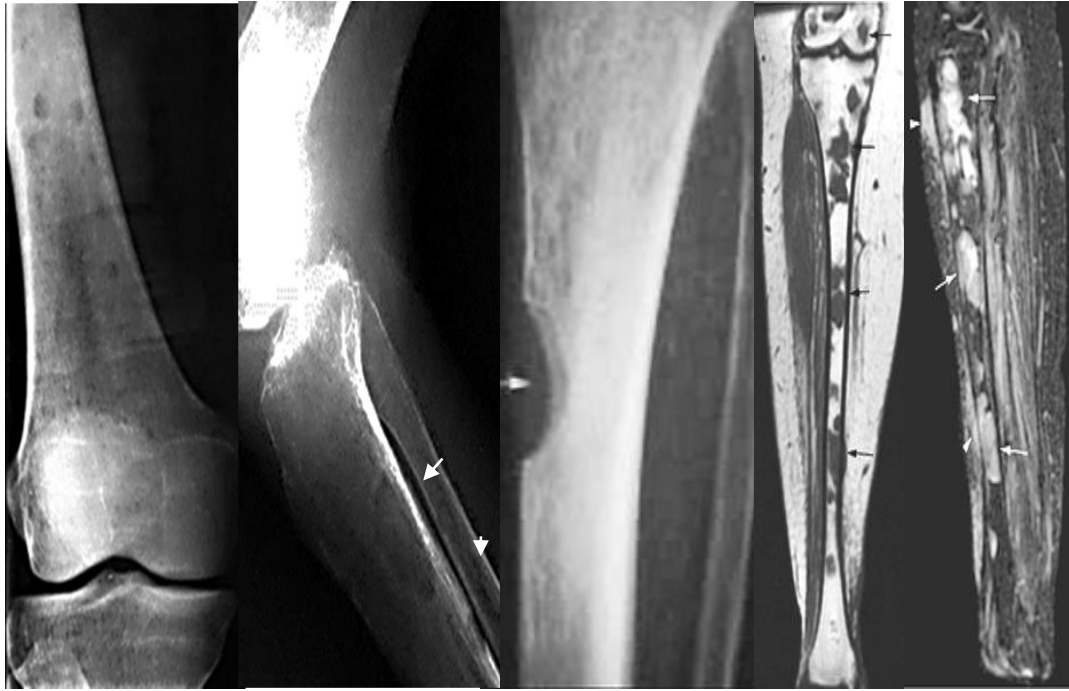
Рентгенограми в прямій і бічній проекціях різних хворих, МРТ T1-, T233 у фронтальній і сагітальній площинах. МХ дифузно-осередкова форма, ураження довгих трубчастих кісток – переважно в проксимальних відділах стегнових кісток відзначаються множинні округлої форми вогнища деструкції з рівними та чіткими контурами, частина з яких розташована суб- і інтракортикально, але без реакції окістя (стрілка). Аналогічні зміни визначаються при МРТ, з тією різницею, що в проксимальних відділах великогомілкової кістки визначаються ще й м'якотканинні компоненти деяких з вузлів (стрілки).
